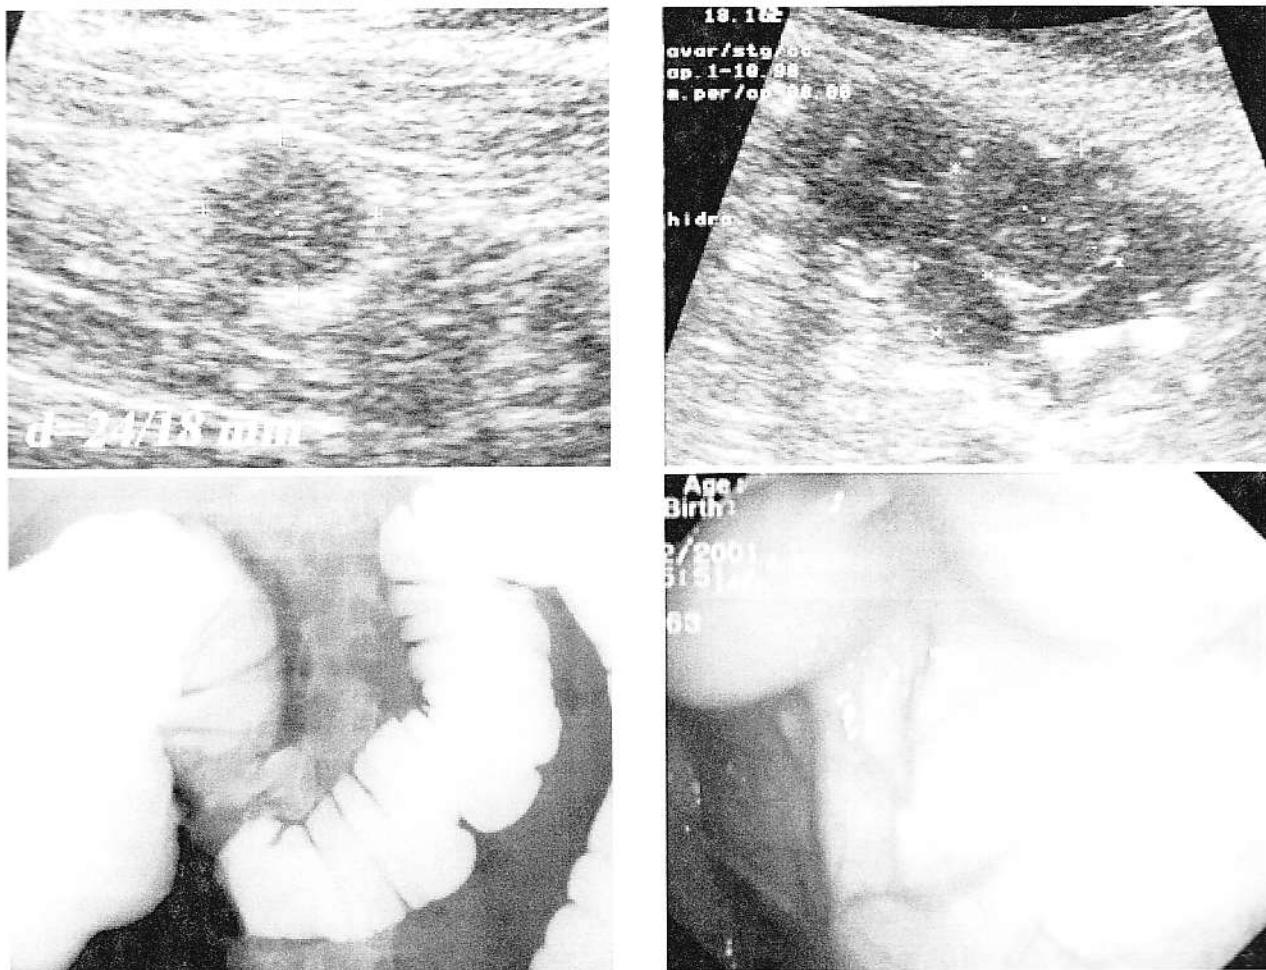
Metastaze colonice intramurale cu dispoziție simetrică, stenozante, de mici dimensiuni ($d = 24/18$ mm). Explorarea este optimizată prin hidrosonografie. Aspectul ecografic este confirmat prin irigoscopie și endoscopie.
